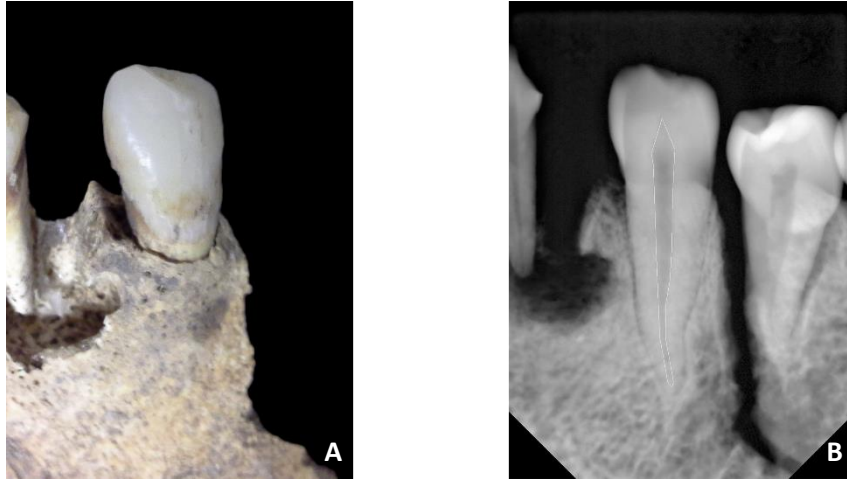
Canino inferior esquerdo (dente 33) do indivíduo 133 (PAVd'09). A – Fotografia *in situ*. B – Radiografia periapical labio-lingual *in situ* com visibilidade da câmara polpar.
